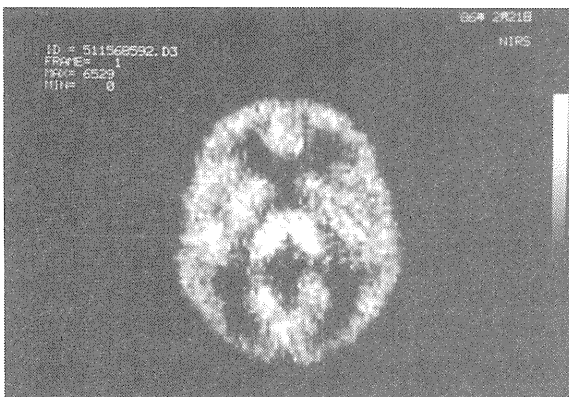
$[^{11}\text{C}]$ DMPEAを健常成人に静脈投与したときの3～30分後のポジトロンCT画像。
